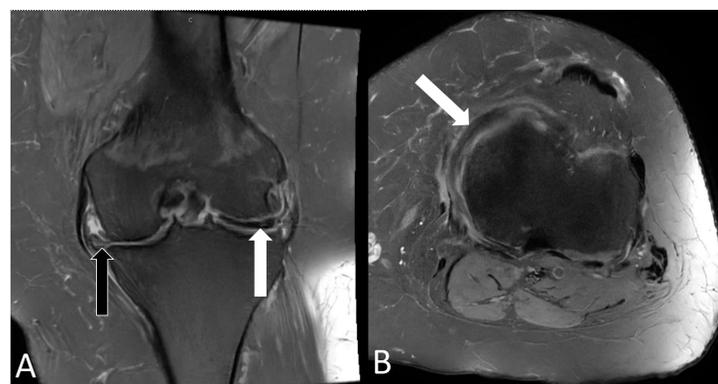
(A) RMN coronal DP FS; (B) RMN axial DP FS.
